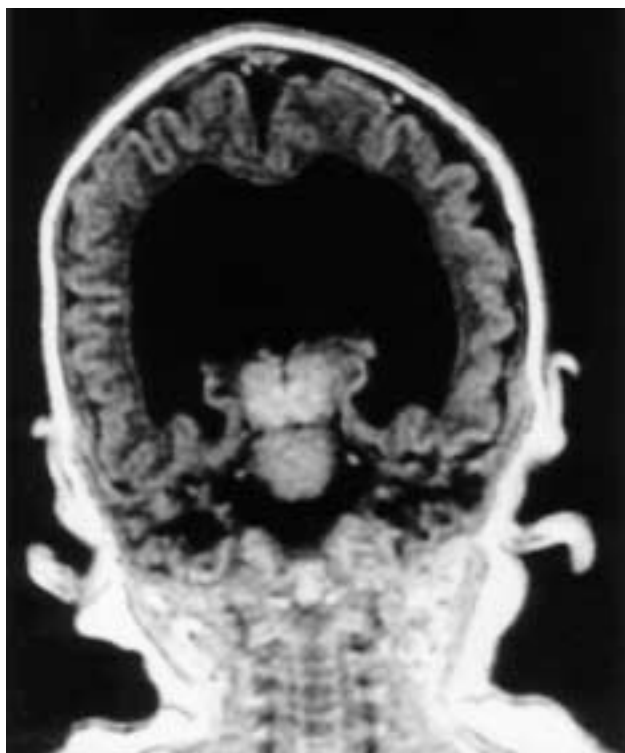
Resonancia nuclear magnética corte coronal en T1: Holoprosencefalia semilobar con visualización de pequeña cisura interhemisférica, rudimento de 3er ventrículo y alteración en patrón de sulcación tipo agyria.
